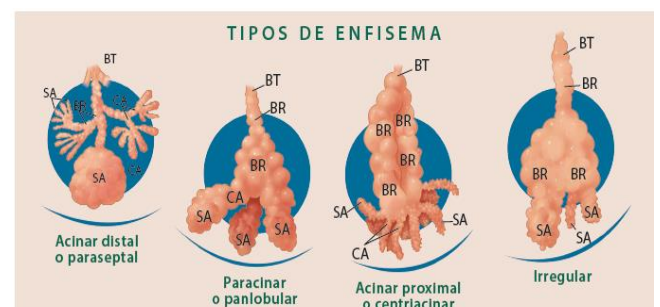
Tipos de enfisema: el bronquiolo terminal (BT) delimita las partes del lobulillo pulmonar secundario que son afectadas en los diferentes tipos de enfisema. El enfisema compromete a los bronquiolos respiratorios
